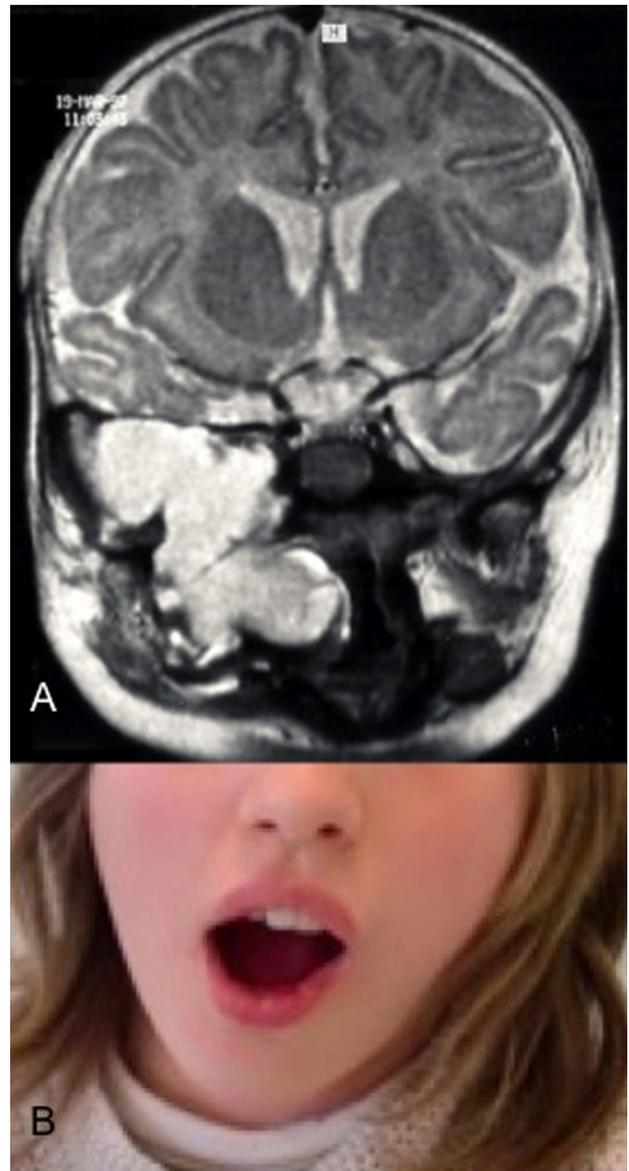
A. IRM en séquence T2 d'un nouveau-né (cas n° 2). Le tératome a l'aspect d'une lésion hétérogène et multikystique, oropharyngée, envahissant la fosse infratemporelle droite avec une extension endocrânienne et extraméningée. B. Iconographie clinique (cas n° 2) montrant l'enfant à l'âge de 14 ans ayant une latérodéviation mandibulaire droite avec une limitation de l'ouverture buccale.
